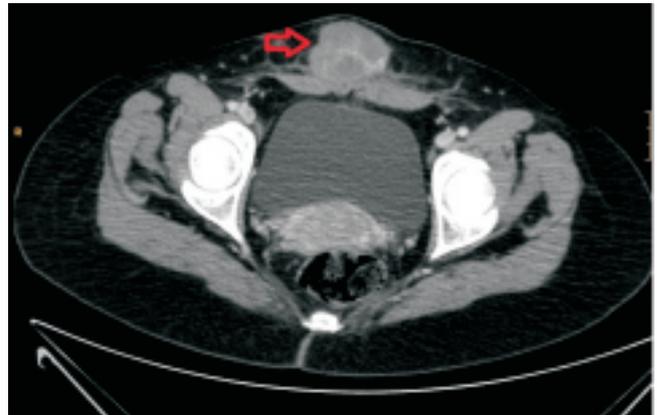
TAC abdominal, mostrando una tumoración desmoide en la línea media del tejido celular subcutáneo infraumbilical (flecha).
